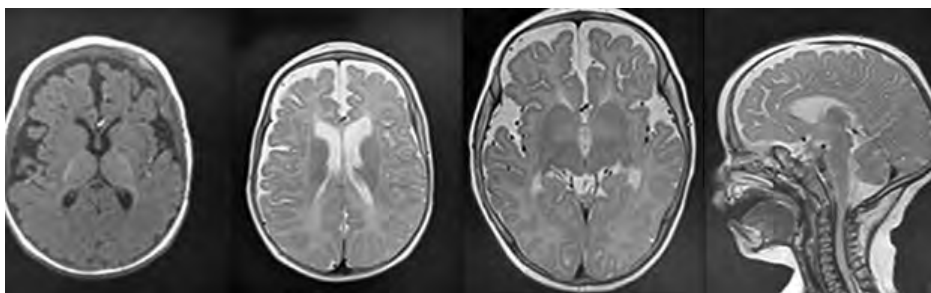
Магнитно-резонансная томография пациента с синдромом Кабуки 1-го типа в динамике, в возрасте 8 мес. Атрофические изменения в лобно-височных отделах полушарий мозга и замедление миелинизации области ствола, заднего бедра внутренней капсулы, гипоплазия мозолистого тела. В динамике – нарастание атрофических изменений в лобно-височных отделах по заместительному типу
